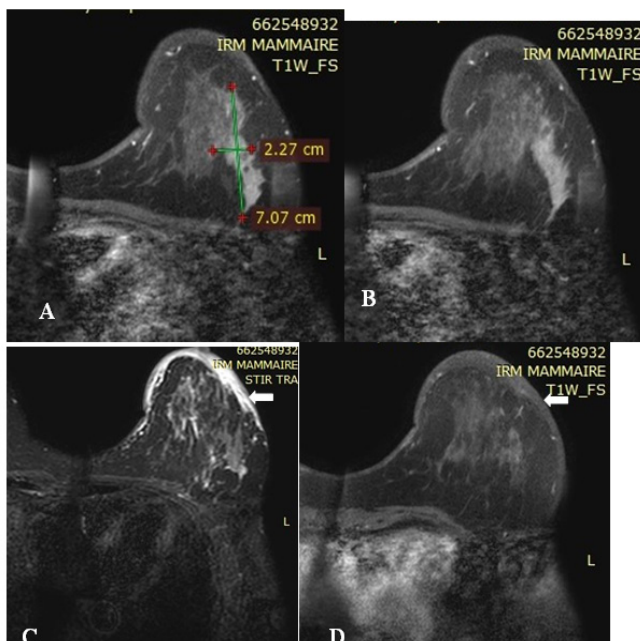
IRM mammaire en coupe axiales T1 FS post injection de gadolinium (ABD) et STIR (D) montrant : une masse mal limitée rehaussée de 71 mm des quadrants externes du sein gauche (A) présentant une extension en profondeur spiculée vers le pectoral (B) et une atteinte cutanée et sous cutanée à type d'épaississement (CD).
